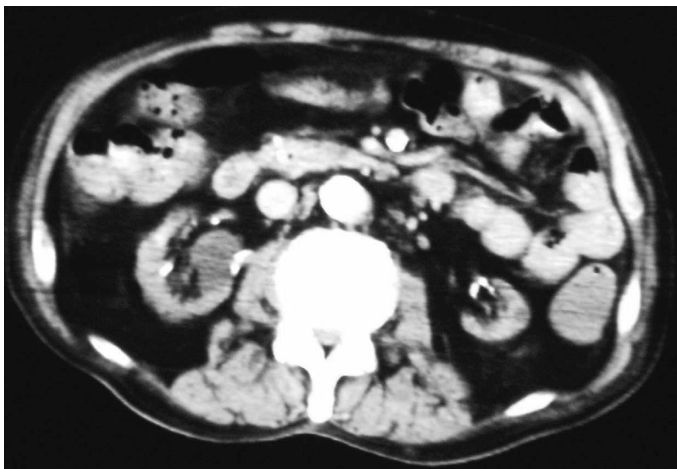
Abdominal CT scan shows bilateral kidney atrophy. There is no inflammatory focus.
